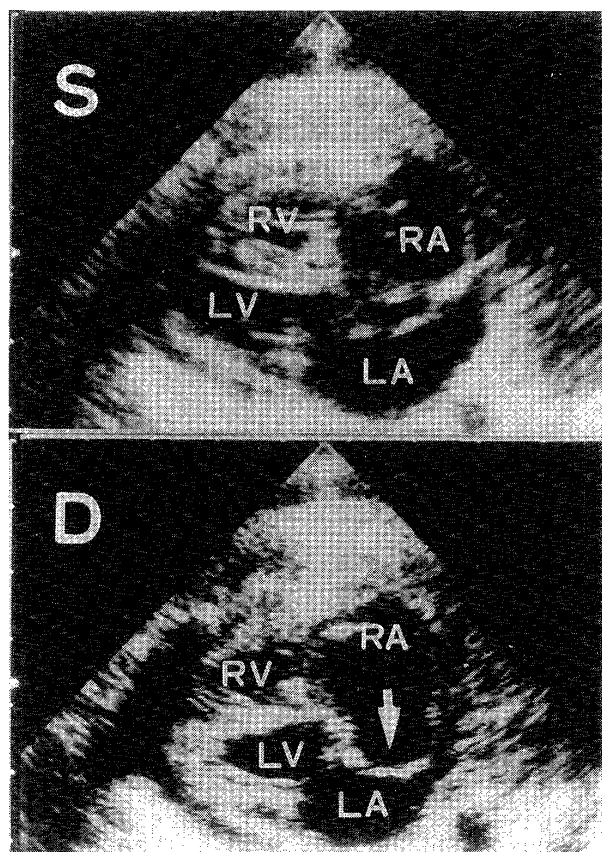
超音波電子スキャンを用いた胎児心四腔断面像(妊娠36週5日)
